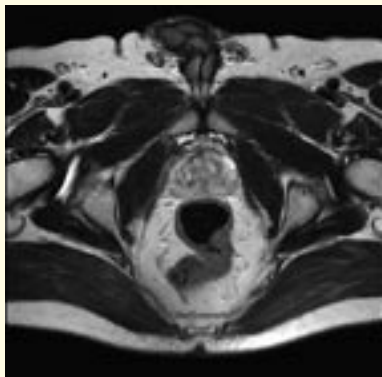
MRT, TSE T2-Wichtung, transversal
